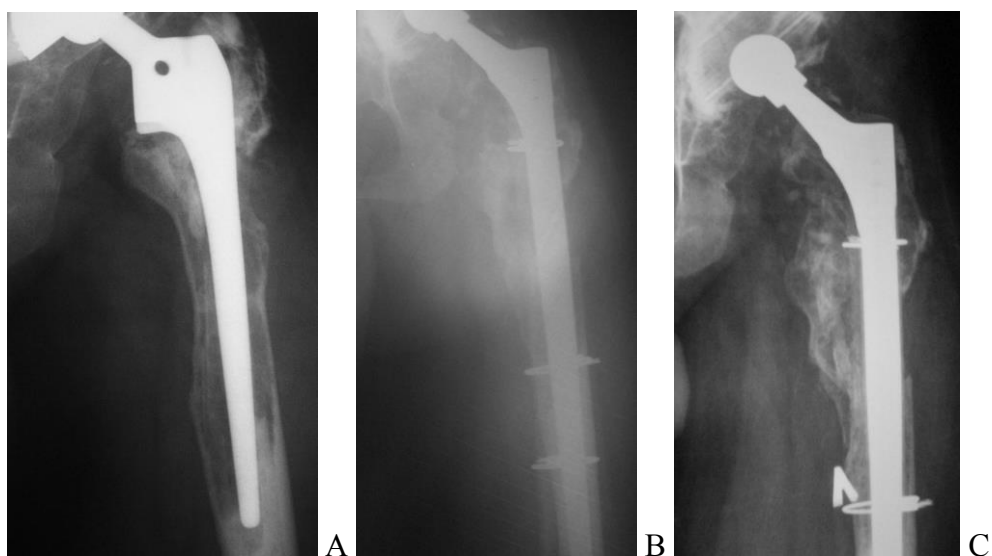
А. Рентгенограмма эндопротеза Vi-Metric Calcar левого тазобедренного сустава с признаками нестабильности бедренного компонента. Обширный остеолит проксимального отдела бедра. Дефект типа 4. В. Замена бедренного компонента, ножка Wagner SL, укрепление диафиза бедренной кости кортикальными аллотрансплантатами. С. Рентгенограмма через 4 года, эндопротез стабилен.
